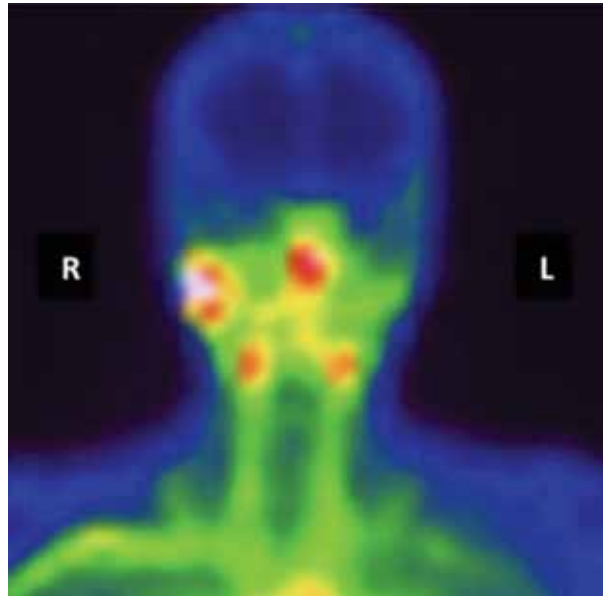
Статическая сцинтиграмма пациентки Б. 46 лет
